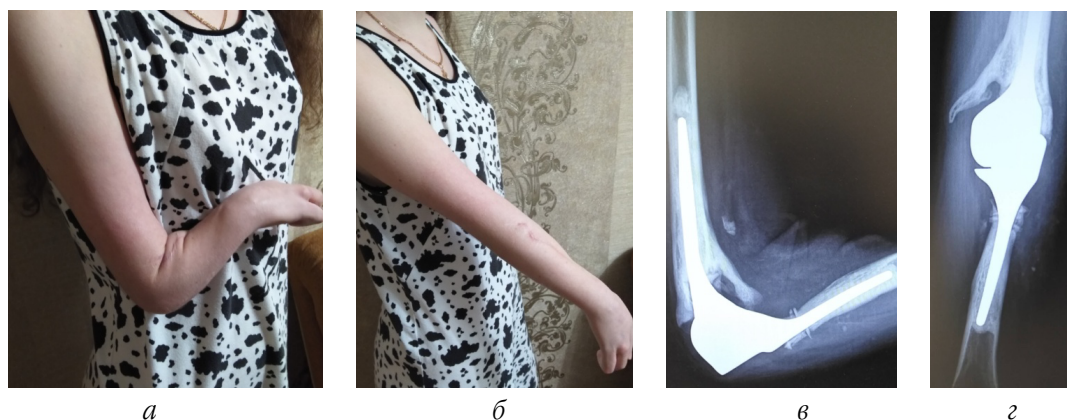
Пациент Б. через 2 года после установки индивидуального эндопротеза локтевого сустава: а, б – внешний вид верхней конечности; в, г – рентгенограммы верхней конечности
